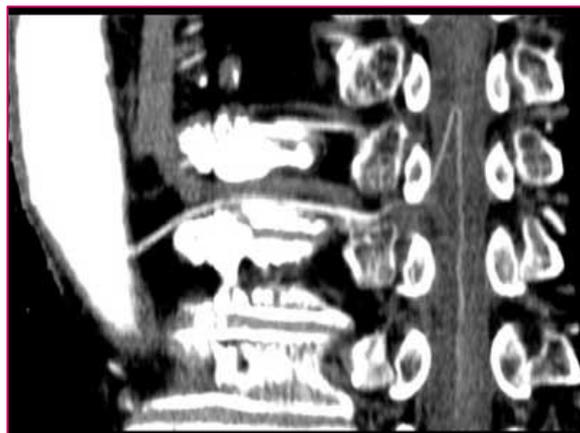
TAC. ARTERIA DE ADAMKIEVICZ. OBSÉRVESE COMO PROPORCIONA VASOS MEDULARES
